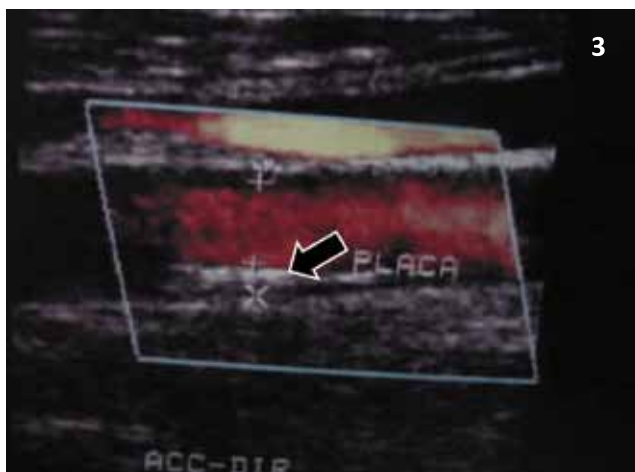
Ultrassonografia de Doppler onde se observa espessamento arteroesclerótico na artéria carótida comum (indicado pela seta).
